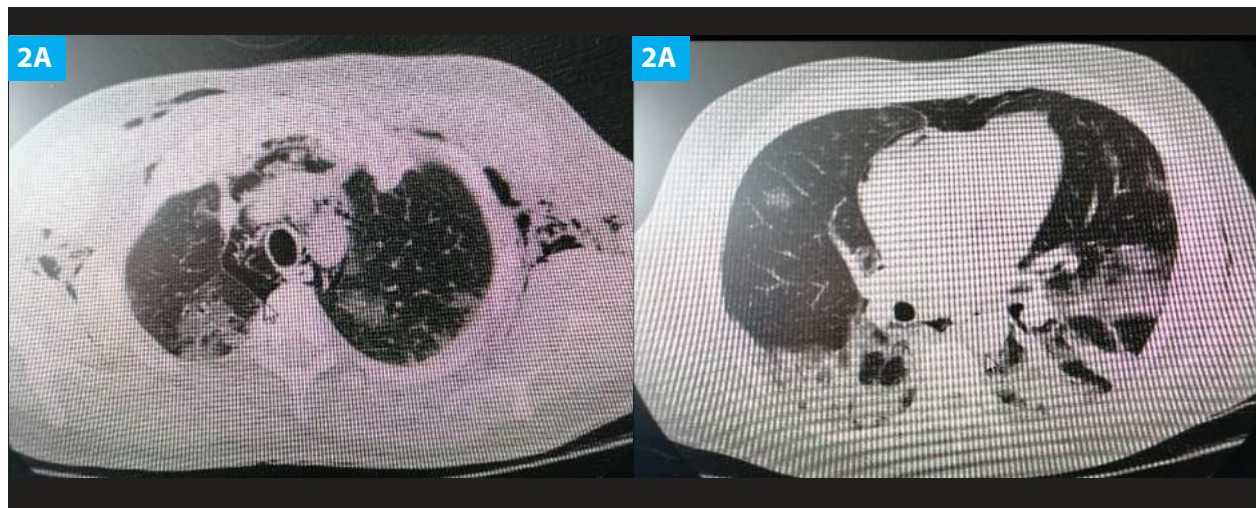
2A: tomografía de tórax muestra disección de enfisema subcutáneo a nivel torácico, axilar, neumomediastino e imágenes en vidrio deslustrado bilateral. 2B: tomografía de tórax muestra neumomediastino, bulas, áreas en vidrio deslustrado y consolidación marcada en las bases pulmonares.
